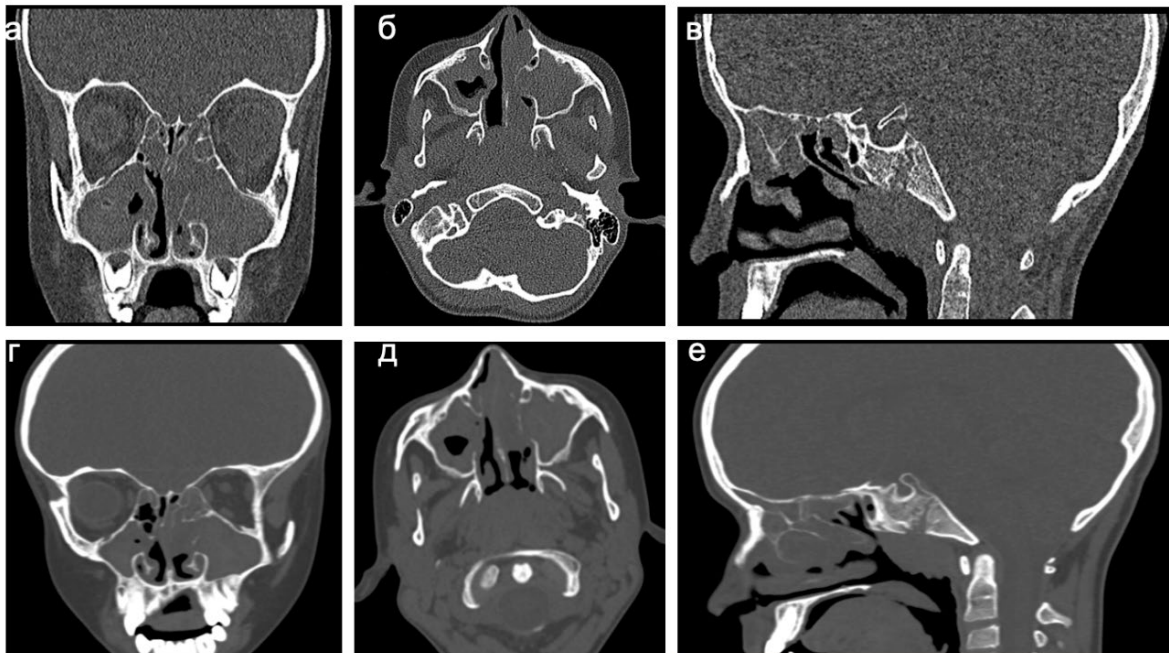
МСКТ ОНП пациентки с МВ 9 лет (генотип F508del/F508del) до (а-в, 13 баллов по LMS) и через 12 месяцев после старта (г-е, 15 баллов по LMS) таргетной терапии препаратом IVA/LUM. Проекция: а, г – коронарная; б, д – аксиальная; в, е – сагиттальная
